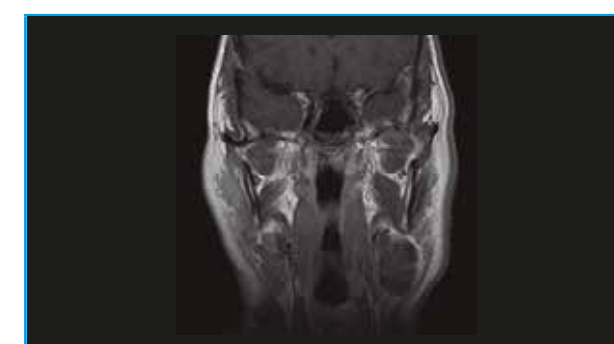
RM coronal en secuencia T1 SE que muestra adenopatía única en nivel II izquierdo mayor de 3 cm y menor de 6 cm en TPOD. Cuello N2a.
